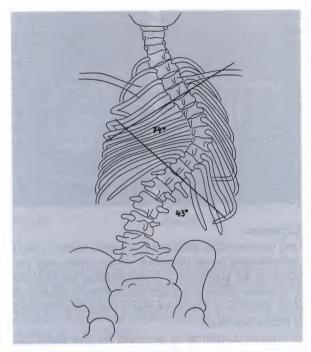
Jeune fille de 12,5 ans : scoliose idiopathique. Debout : à partir de cette radiographie d'ensemble, on observe clairement la rotation du bassin : aile iliaque gauche d'apparence beaucoup plus large que la droite. En réalité, pivot de l'aile iliaque gauche vers l'arrière et pivot de l'aile iliaque droite (qui paraît plus étroite) vers l'avant.
